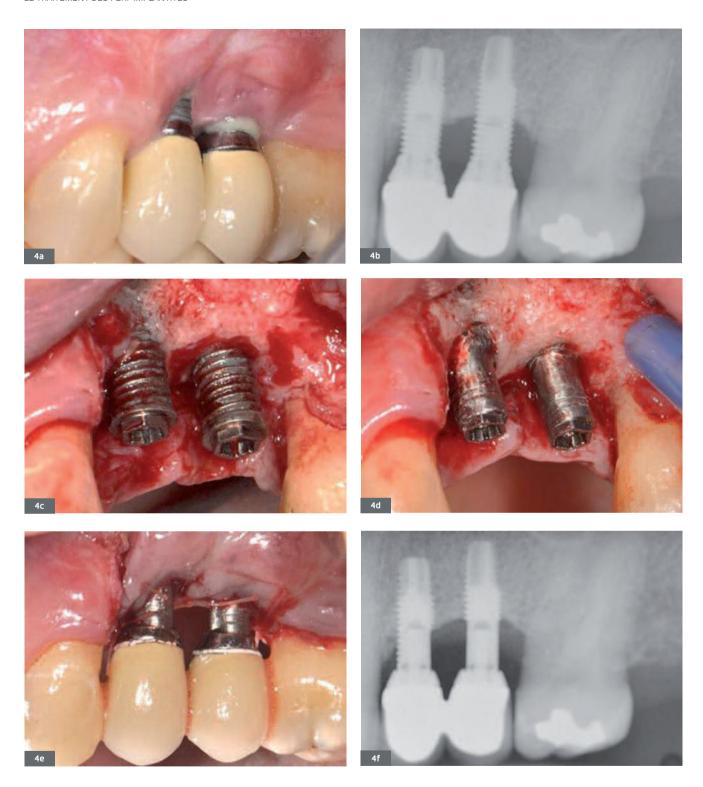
Traitement d'une péri-implantite par technique réséctrice. 4a. Vue clinique : inflammation et suppuration. 4b. Vue radiographique de l'alvéolyse horizontale. 4c. Situation après élévation du lambeau. 4d. Réalisation de l'implantoplastie. 4e. Repositionnement du lambeau en direction apicale. 4f. Radiographie postopératoire. 4g. Vue clinique à 1 an. 4h. Radiographie à 1 an.
